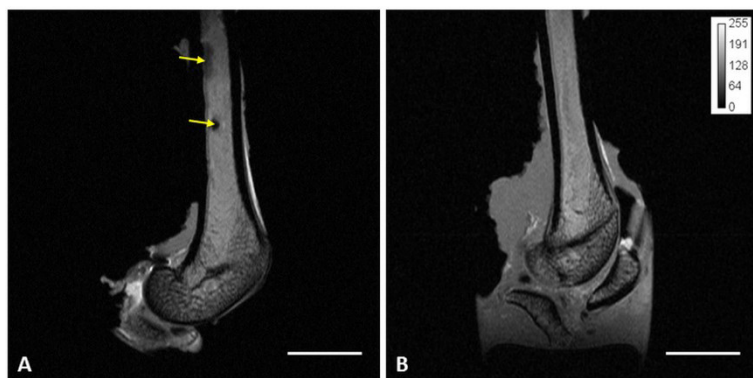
MRT-Aufnahmen^{cxxxv} zweier Ratten-Femura^{cxxxvi}. (A) Nach Tiefkühl-Lagerung zeigten sich »Blasen« im Knochenmark (durch die gelben Pfeile markiert). (B) Lagerung des Knochens in Antibiotika-enthaltender PBS-Lösung. Maßstabsbalken: 5 mm
